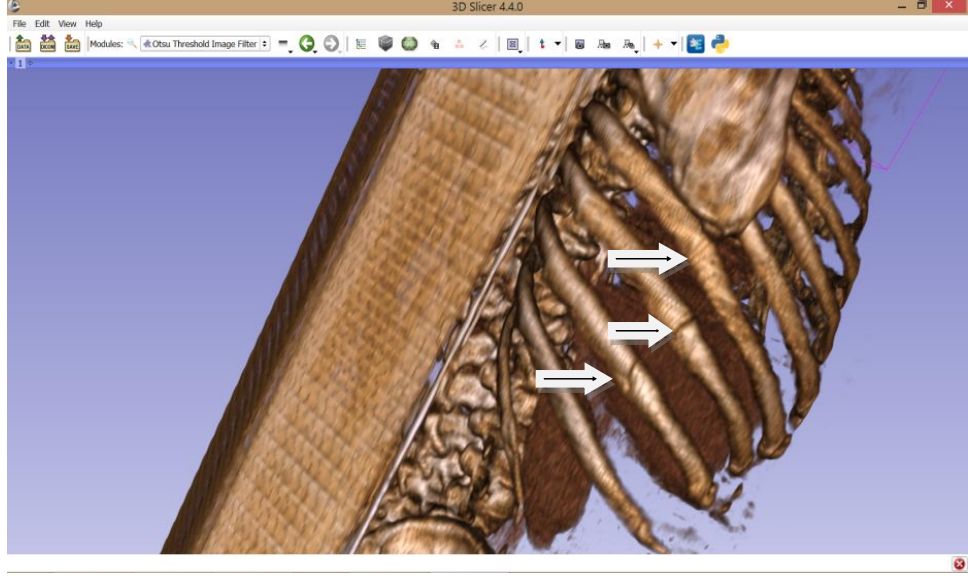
’de sağ skapula altına künt travmatik darbe alan şahsın torakal BT’sinde 9. kot posteriorunda deplase kırık görülmektedir. Şahsın BT görüntüleri 3D Slicer programına aktarıldıktan sonra SSD tekniği kullanılarak oluşturulan 3D kemik modellemesi. Okla gösterilen bölgede 9. Kot posteriorundaki deplase kırık hattı görülmektedir.
